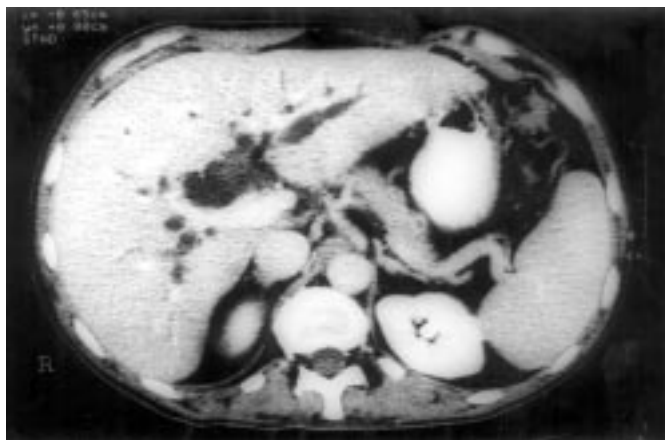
Tomografia computadorizada de abdome mostrando grande dilatação das vias biliares intra-hepáticas.
